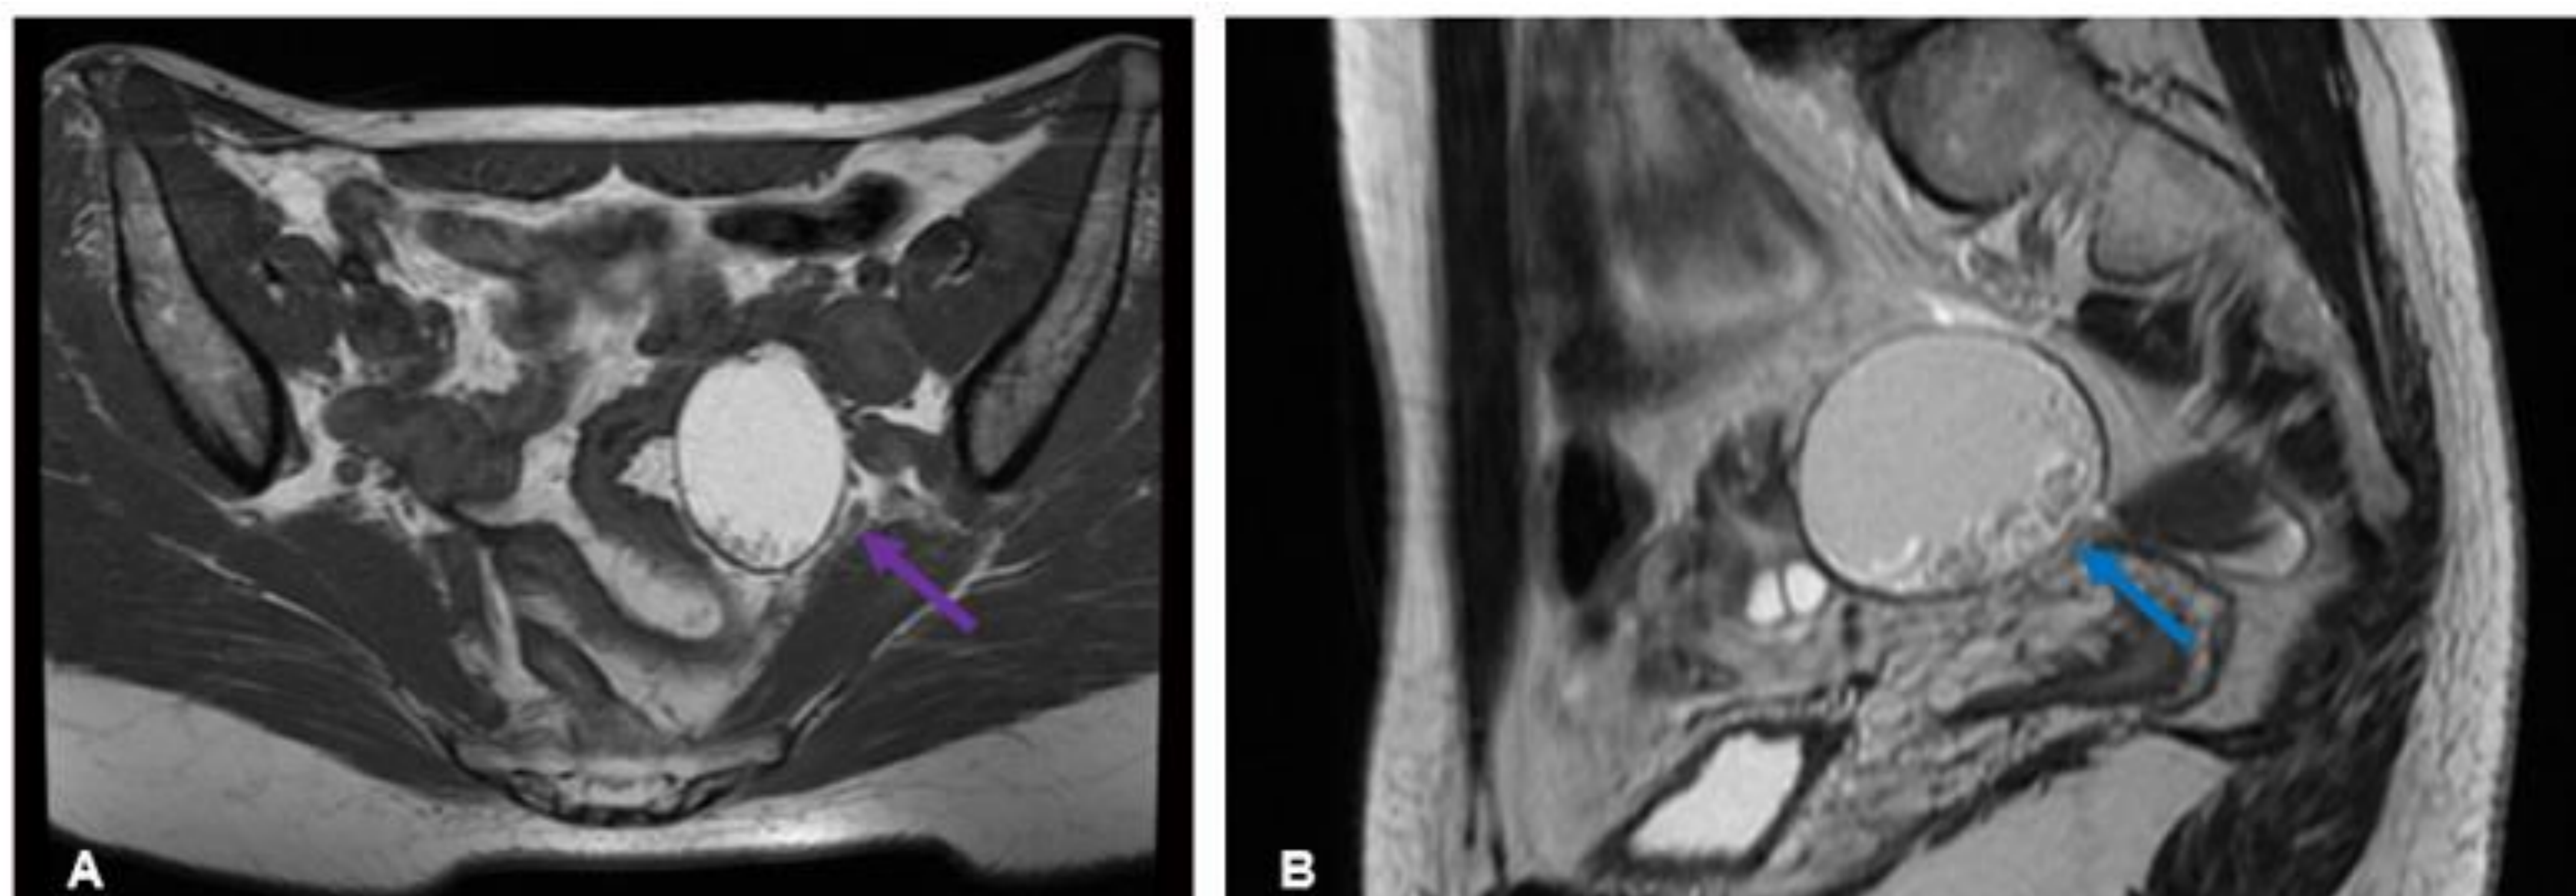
Quiste dermoide de ovario. A) RM axial potenciada en T1 que muestra una lesión redondeada, hiperintensa, con contenido en su porción más declive, hallazgo conocido como “signo del saco de canicas” (flecha morada). B) RM sagital con la misma lesión en secuencia potenciada en T2, que también muestra una alta señal (flecha azul). No presenta septos ni polos sólidos en su interior
